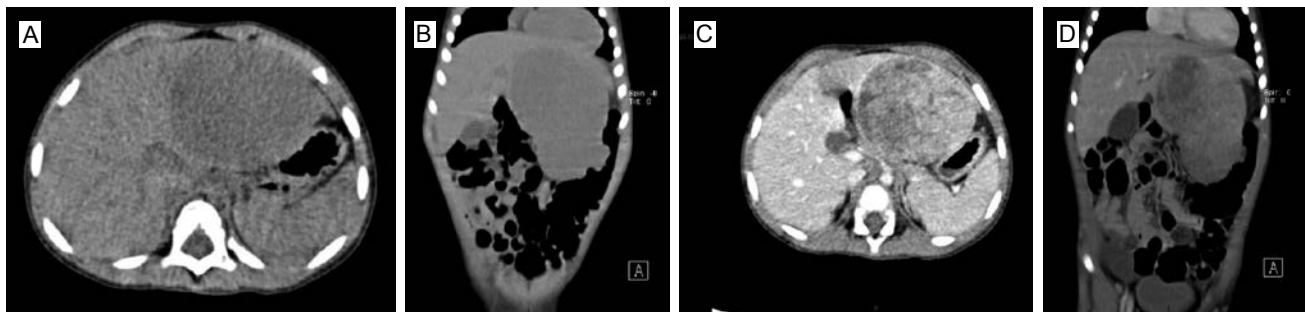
Tomografía con contraste intravenoso: tumor sólido en el lóbulo hepático izquierdo. Hipodenso en relación con el parénquima hepático y sin evidencia de calcificaciones (a) y (b). Tras administrar el material de contraste se observa reforzamiento en forma heterogénea (c) y (d).
